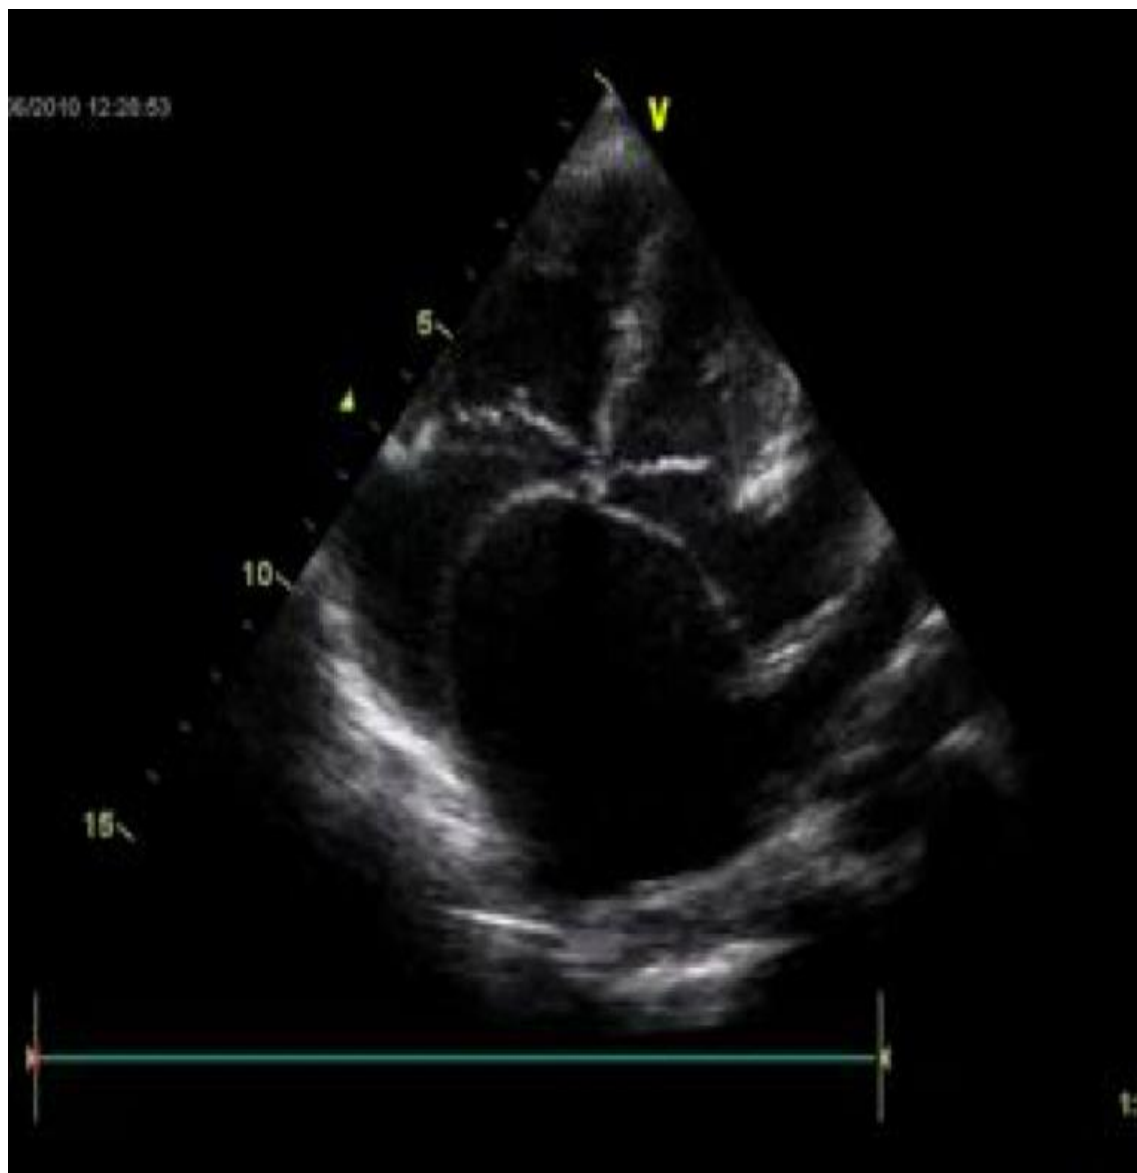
Image échocardiographique en incidence apicale 4 cavités
